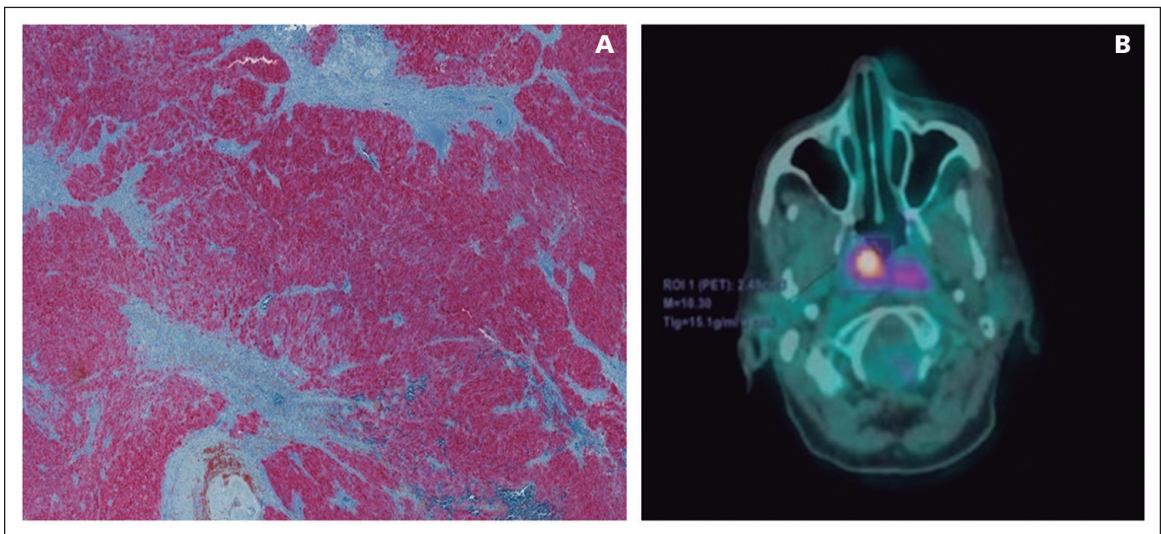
A) A la izquierda, las células tumorales son difusamente positivas (tinción roja) para HMB-45, un marcador común para melanoma (fotomicrografía digital, aumento $\times 4$). B) A la derecha, imagen PET-TC: hipercaptación en la pared derecha de la nasofaringe, a nivel del rodete tubárico, compatible con malignidad, en relación con la lesión denominada melanoma.
